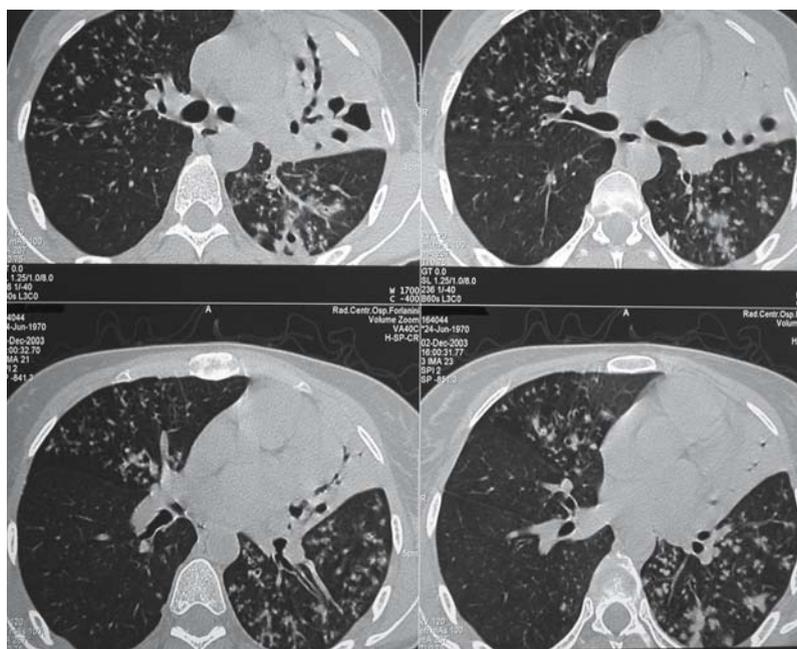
HRCT. Estesa area di consolidazione parenchimale con immagini aeree nel contesto
